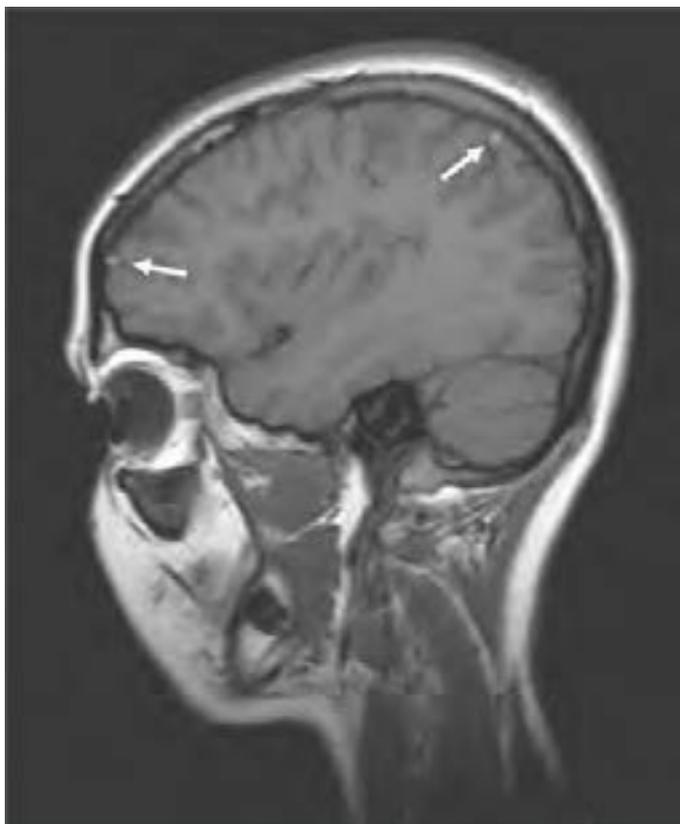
RMN cerebral. Sagital T1. Imágenes puntiformes hiperintensas (“signo de la vena hiperintensa”) de localización frontal y parietal (flechas), correspondientes a un corte transversal de las venas corticales trombosadas.
